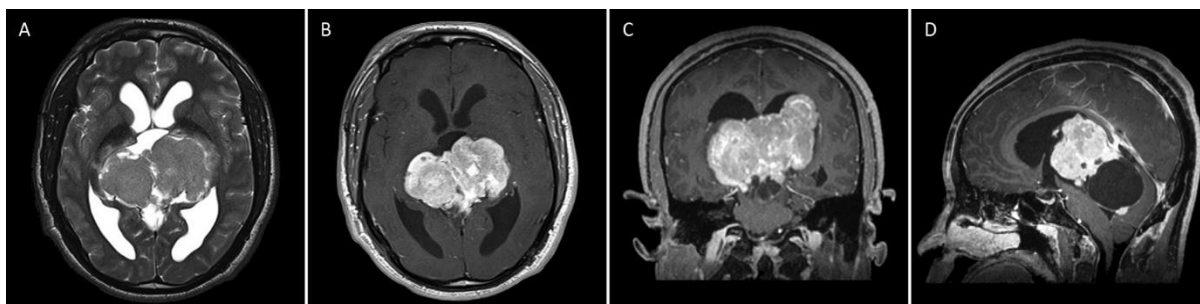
IRM d'une tumeur cérébrale, A) Coupe axiale TdR T2, B) Coupe axiale TdR T1, C) Coupe coronale, D) Coupe Sagittale [14].
